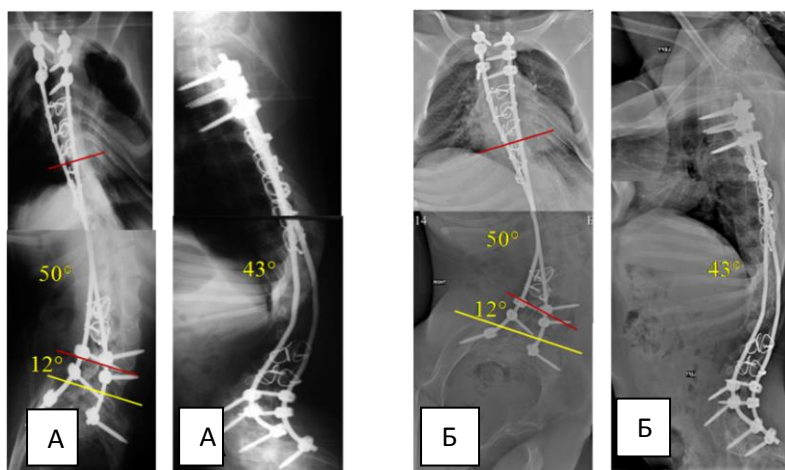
Рентгенограммы пациентки Б.,19 лет: А) после операции; Б) через 3 года с момента операции
